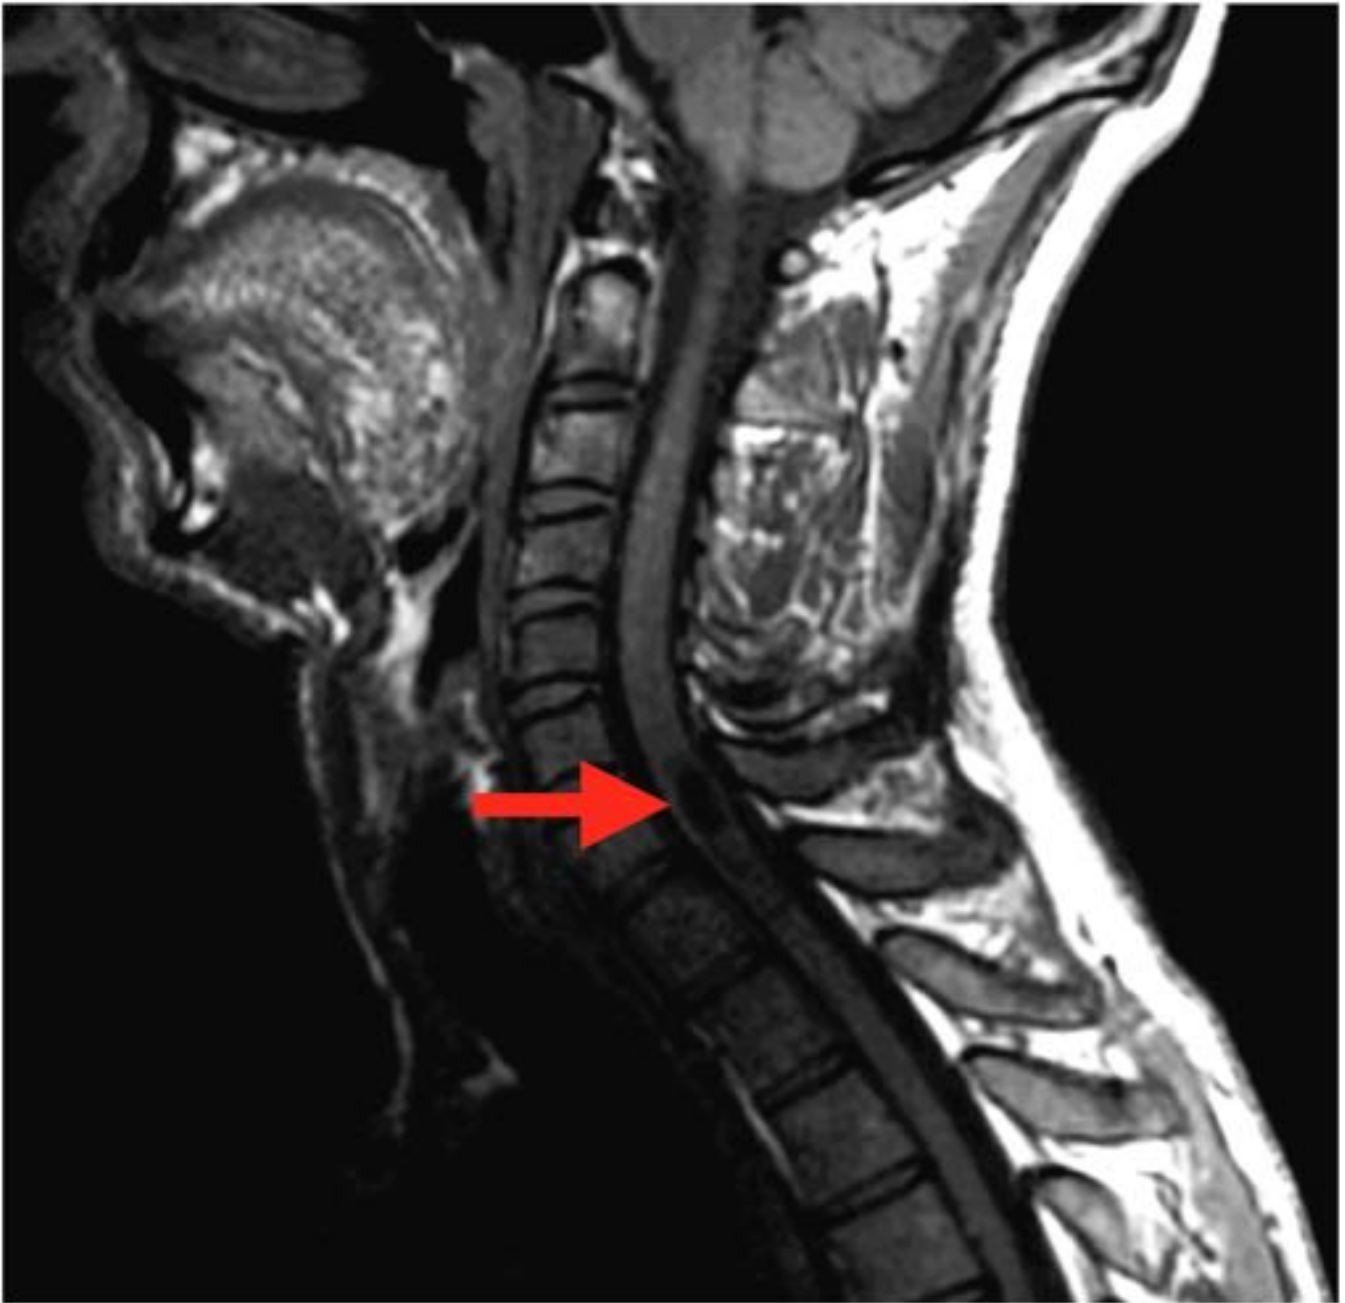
Hemangioblastoma. Hombre de 28 años portador de mutación del gen VHL. Imagen de RM cervical T1 sagital que muestra una lesión hipointensa a nivel C7.
